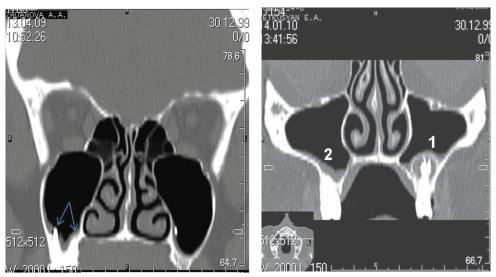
Компьютерная томография. Слева: верхушки корней 16-го зуба, проникающие в верхнечелюстной синус (отмечены стрелкой); справа – одонтогенная киста, проникающая в левый верхнечелюстной синус (1), гипертрофия и отек слизистой оболочки правого верхнечелюстного синуса в месте контакта с верхушкой корня периодонтитного зуба (2).
